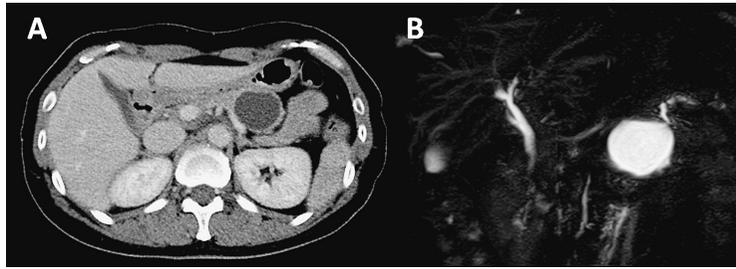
CT, MRCP にて膵尾部に単胞性嚢胞性病変を認める (A: CT, B: MRCP).
